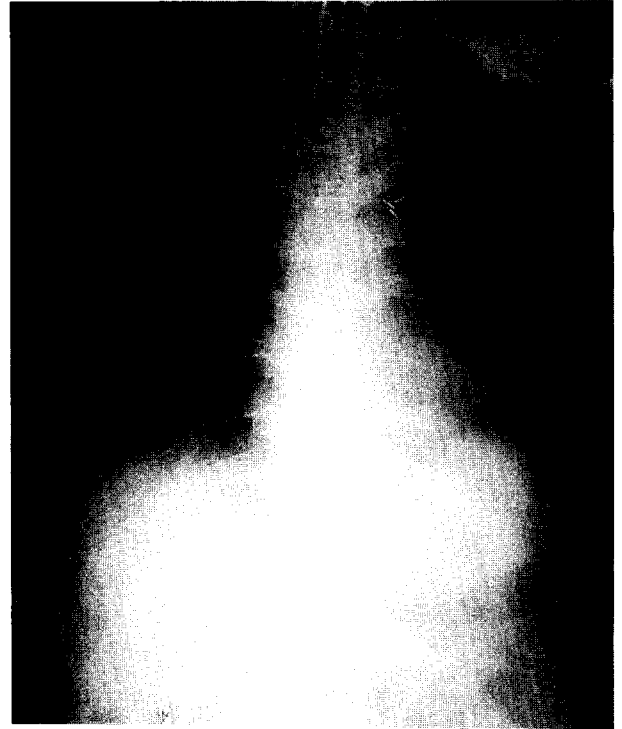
Postoperative chest radiograph.
